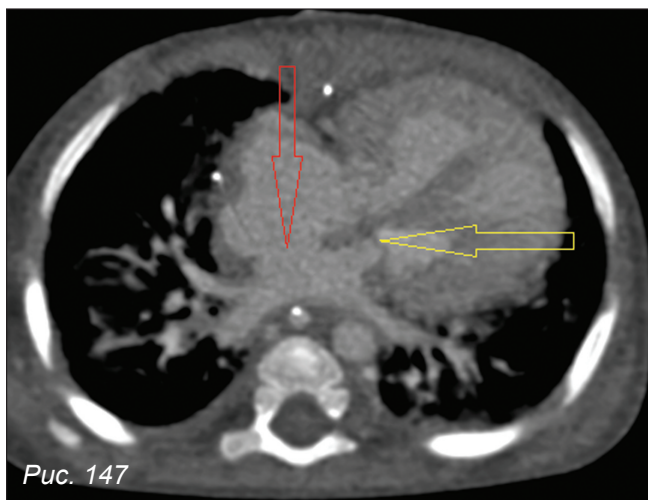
КТ-ангиография, аксиальные реконструкции. СГЛС
